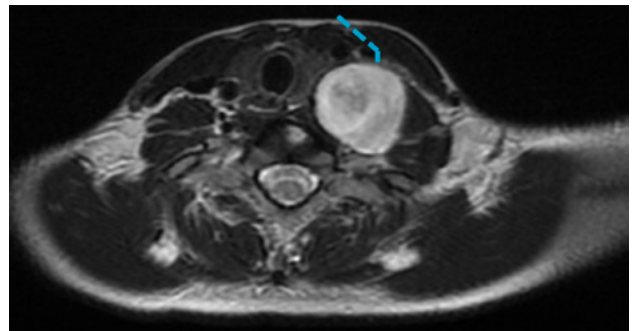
Planeamiento del abordaje realizado a la lesión (línea de puntos en corte axial de resonancia).
